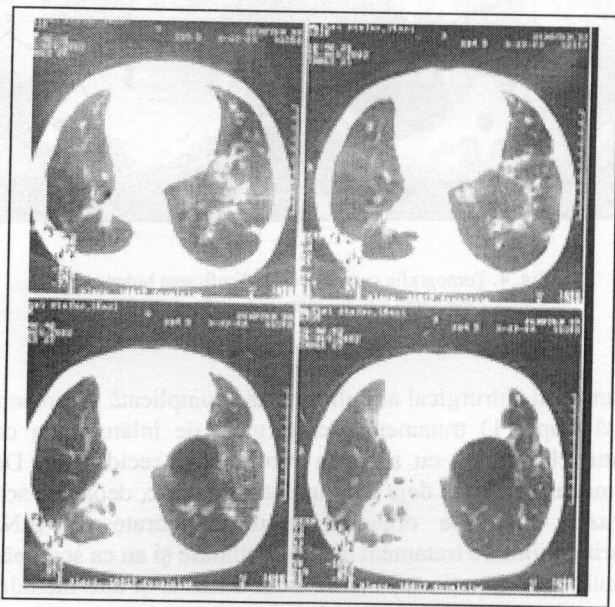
Tomografie computerizată. Bula de dimensiuni majore dezvoltată la un bolnav cu o formă avansată a bolii bronșiectatice.
